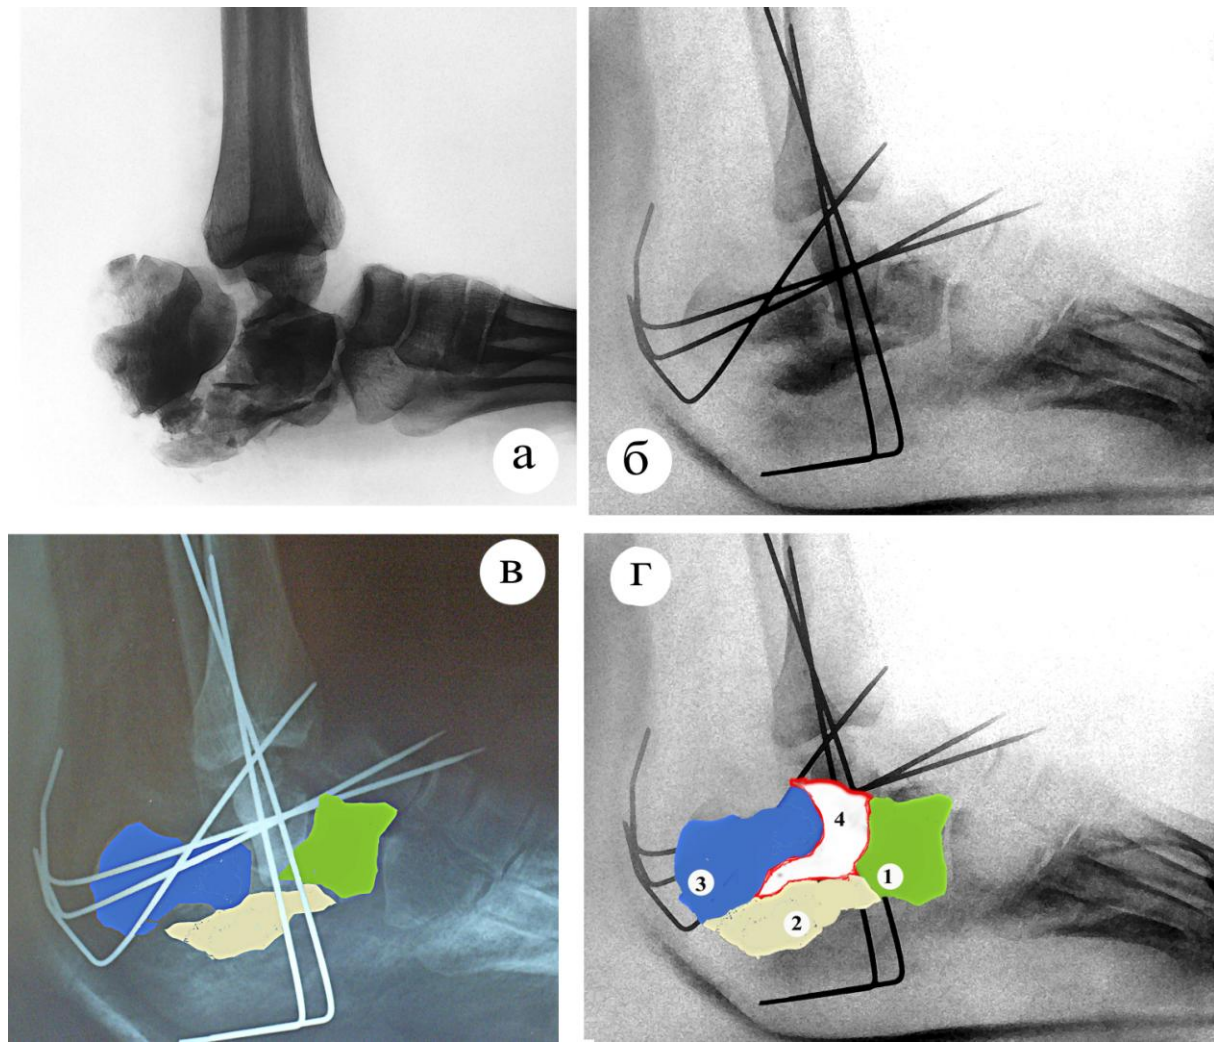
Рентгенограмма. Открытый многооскольчатый импрессионный перелом пяточной кости (вдавнение в центральной части суставной поверхности пяточной кости) 3 ст. Многооскольчатый перелом таранной кости.
